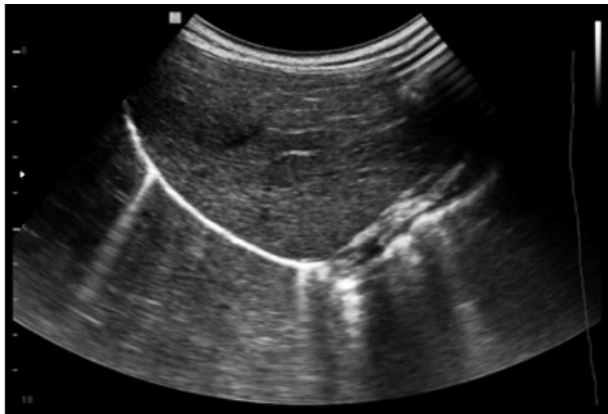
Ecografía a los 4 meses de vida. Resolución de lesiones intrahepáticas. Parénquima hepático con ecogenicidad normal, sin presencia de lesiones residuales.
